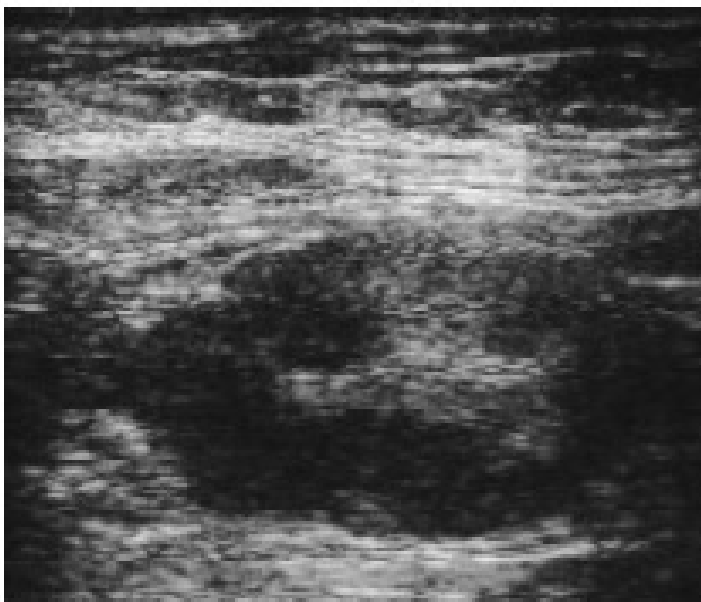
Image échographique chez une patiente de 57 ans porteuse d'un fibrosarcome du sein gauche. L'image montre une masse hypoéchogène ovale (mais avec des contenus hétérogènes) avec des marges micro lobulées.
